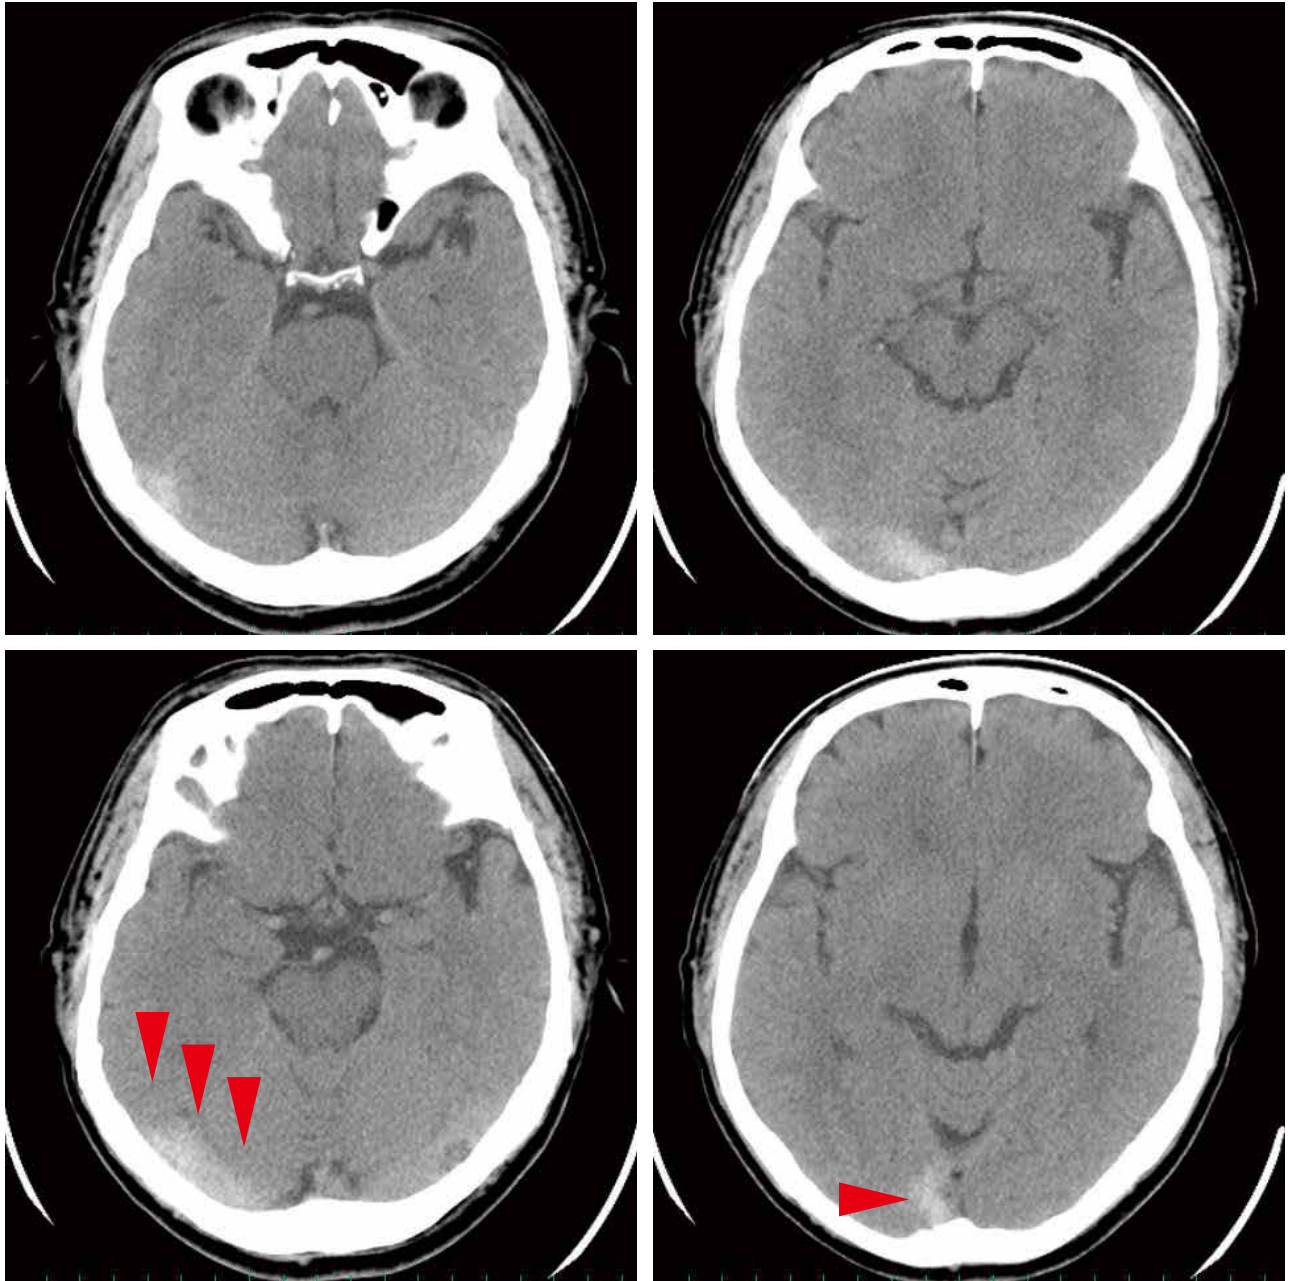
入院時頭部単純CT：静脈洞交会から右横静脈洞に沿って高吸収域を認める。
